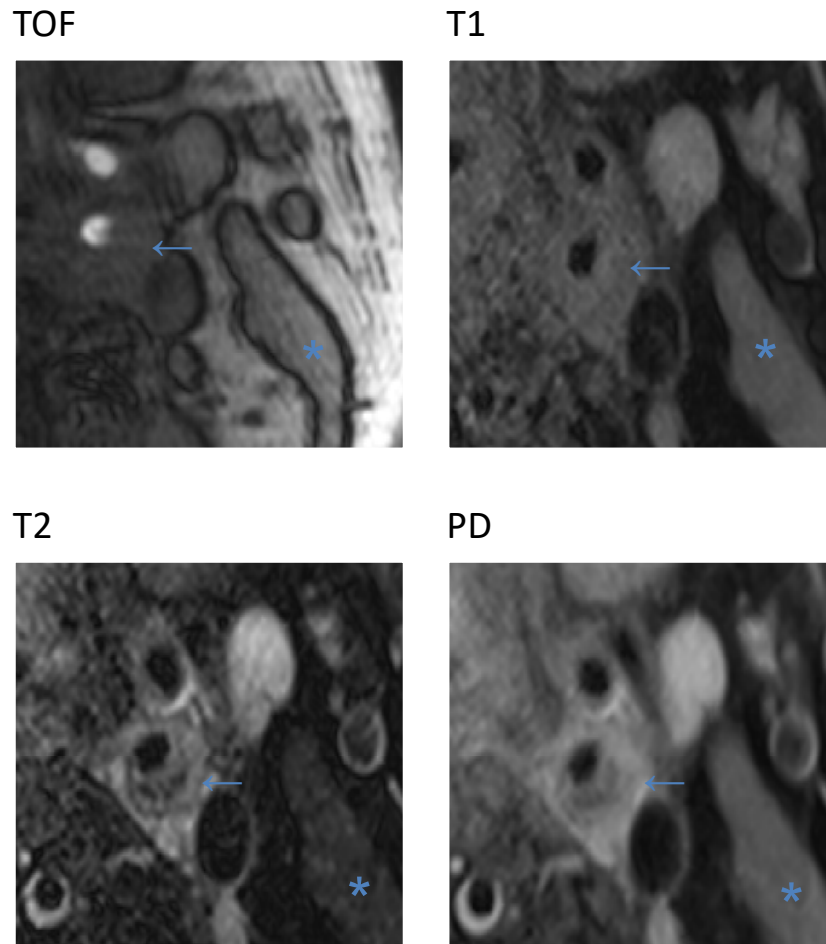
ACI-Stenose (links) einer 65-jährigen Patienten, dargestellt mittels MRT
